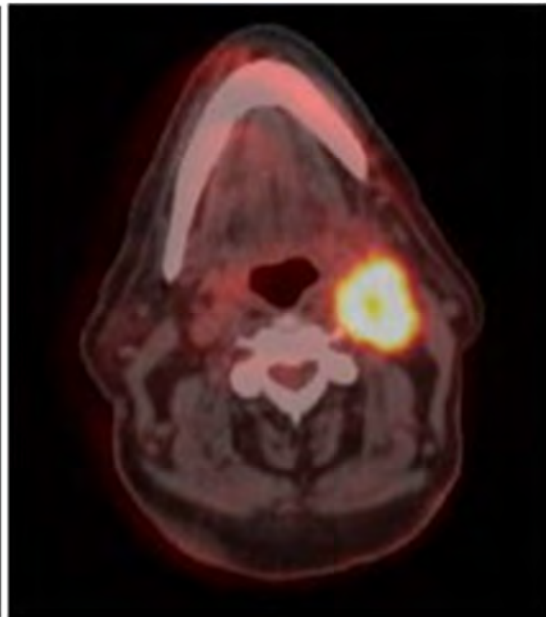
Imagen de PET-TC de carcinoma de orofaringe izquierda
